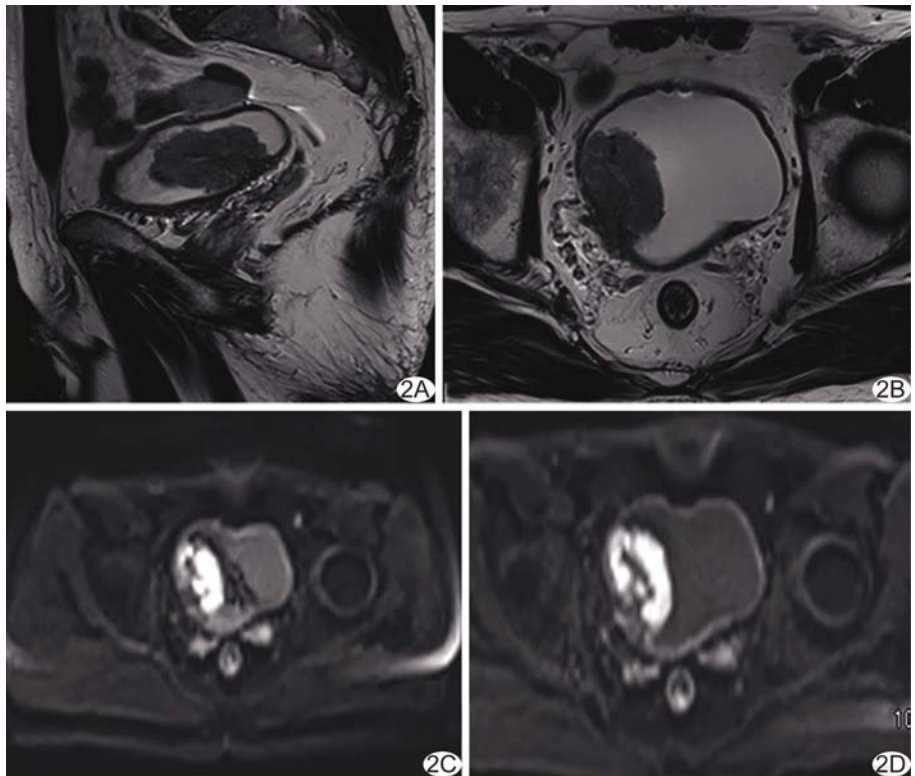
患者男, 65 岁, 膀胱癌(T2 期, 高级别尿路上皮癌) A、B. 矢状位(A)及轴位(B)T2WI 示膀胱右侧壁肿块呈等或略高信号, 最大径 68.76 mm, 部分边界欠清, 侵及膀胱壁, 膀胱肌层连续性欠佳, 局部信号增高; C、D. 常规 DWI(C)及 iShim-DWI(D)示病灶呈高信号, 膀胱肌层连续性中断, 局部信号增高, ADC 为 $0.75 \times 10^{-3} \text{ mm}^2/\text{s}$
